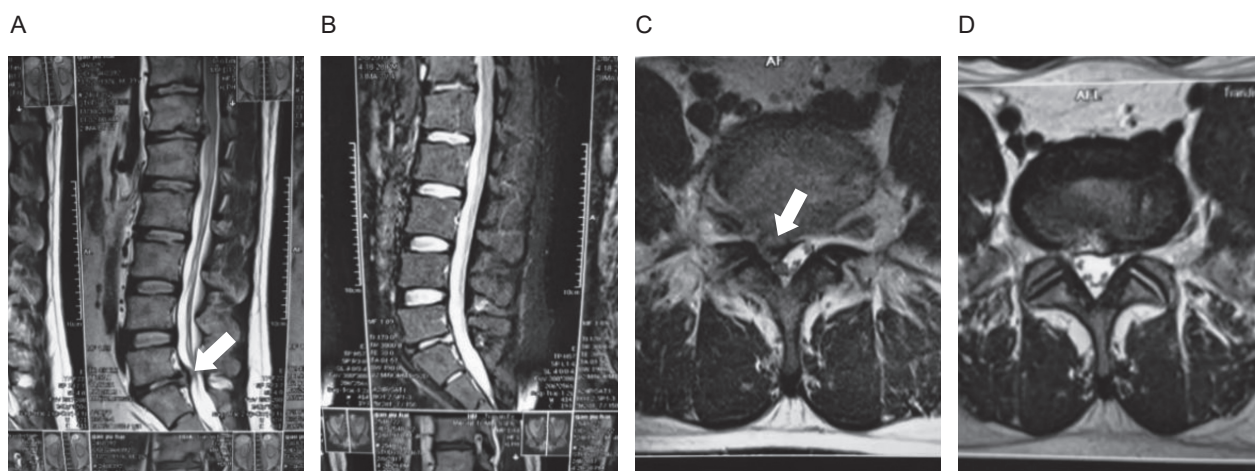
对照组1例病人术前腰椎MRI示L₅/S₁椎间盘突出(A, C白色箭头所示); 术后3个月腰椎MRI示突出髓核完全清除, 硬膜囊及神经根受压解除(B, D)
